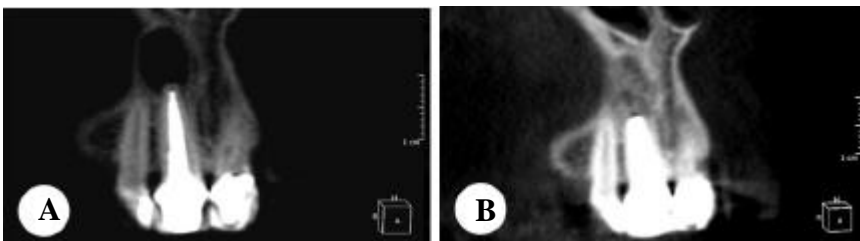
Tomografia computadorizada - A: Antes, B: 8meses após cirurgia periododôntica
